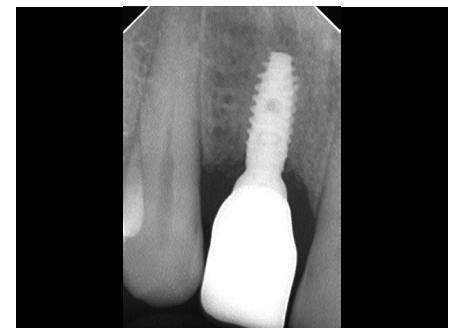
Radiografia periapicale a 18 mesi di follow-up che mostra la completa rigenerazione dell'innesto osseo, indistinguibile dall'osso basale.
